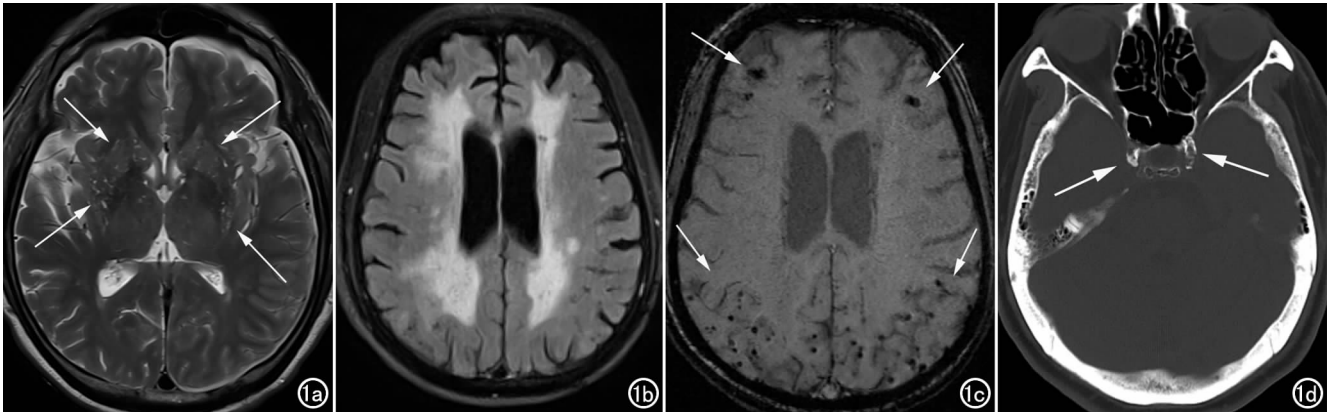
男,71 岁,CSVD 总体负担评分 4 分。a) T₂WI 序列两侧基底节区见 33 个血管周围间隙;b) FLAIR 序列示两侧侧脑室周围见斑片状脑白质高信号(Fazekas 3 级)及 1 个腔隙;c) SWI 序列示两额顶叶见多发脑微出血;d) 头颅 CT 示两侧颈内动脉颅内段严重钙化,IAC 4 级。
